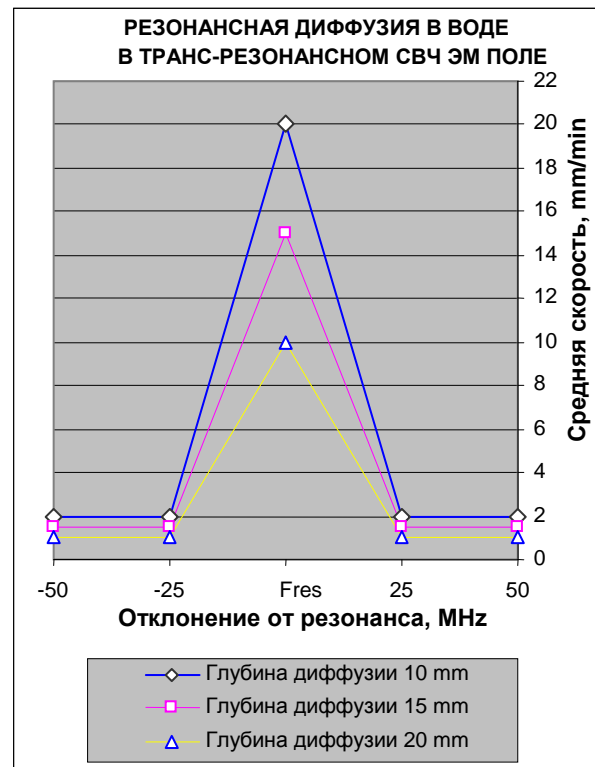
Резонансный характер диффузии в воде, активированной транс-резонансными СВЧ 1 ГГц ЭМ волнами.
